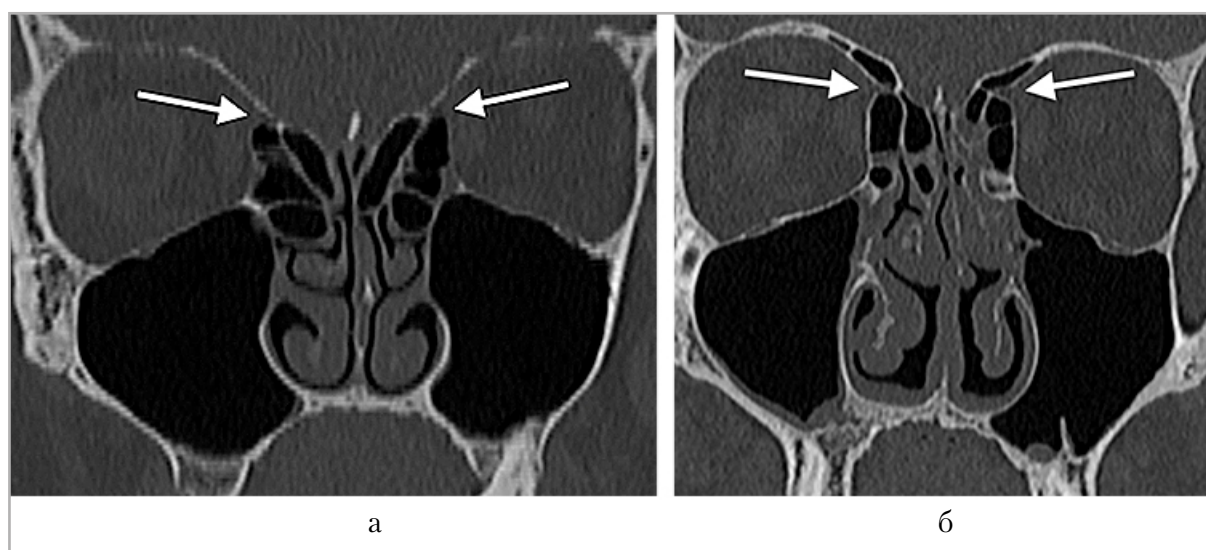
Фрагменты компьютерных томограмм околоносовых пазух в коронарной плоскости. В медиальных стенках глазниц отмечаются отверстия передней решетчатой артерии (белые стрелки), граничащие с дном передней черепной ямки (а) и с наличием супраорбитальных пневматизированных ячеек решетчатого лабиринта (б)
